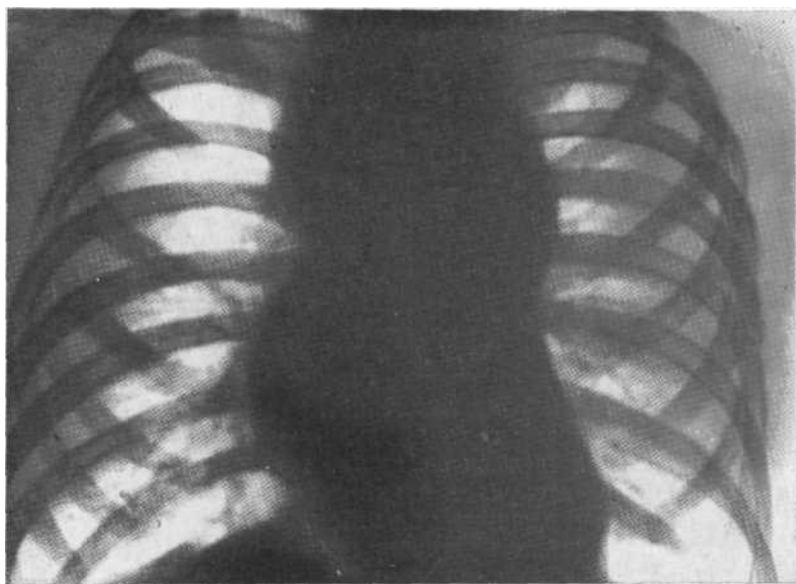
Обзорная рентгенограмма. Туберкулезный бронхаденит с характерным расширением верхнего отдела срединной тени.
